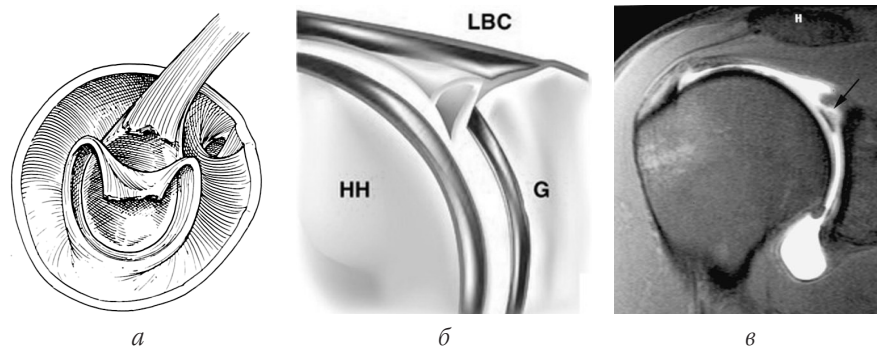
SLAP-пошкодження, *тип III*: *а* – сагітальний вигляд; *б* – фронтальний зріз; *в* – МРТ, коронарна проекція (стрілкою вказана зона пошкодження ВЧ СГ лопатки)
